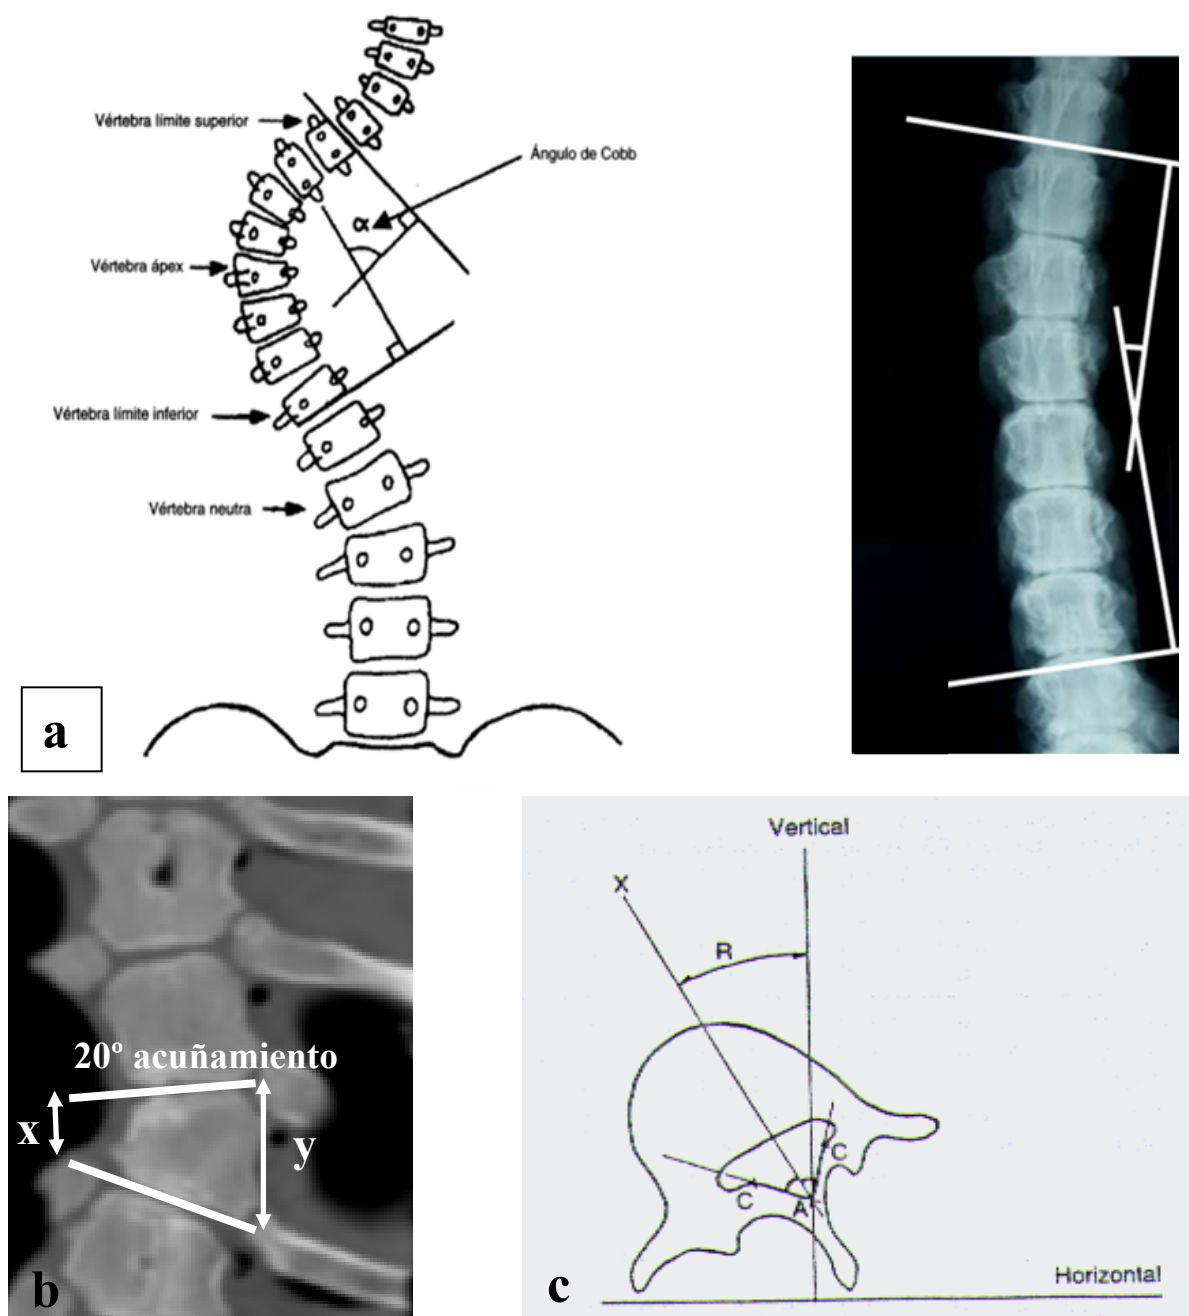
a) Medición de la curvatura coronal por el método del ángulo de Cobb; b) Acuñamiento de 20° del cuerpo vertebral. Medición de la altura del cuerpo vertebral del lado lesionado (x) y no lesionado (y); c) Medición de la rotación vertebral en la tomografía axial computerizada según el método de Ho's. A: punto de unión de las superficies interiores de las láminas. C: referencia de unión de láminas y pedículos. X: bisectriz del ángulo CAC. R: ángulo rotacional.
